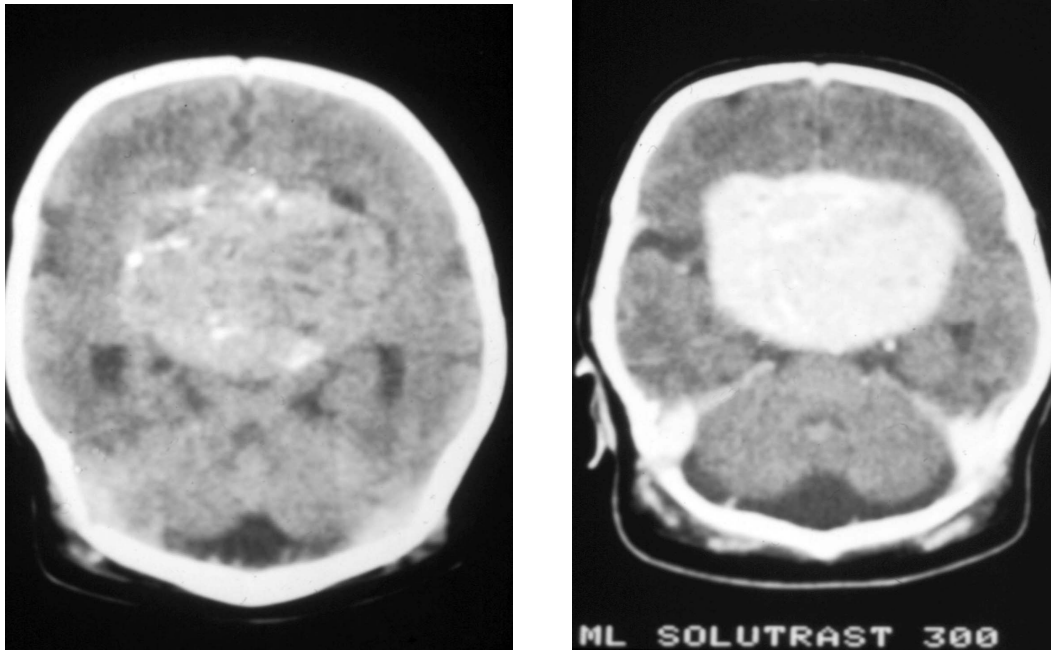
CT am ersten Lebenstag, axiale Schichtung; links nativ: fleckförmig, verkalkte Anteile; rechts: homogene Anreicherung nach Kontrastmittelgabe.
